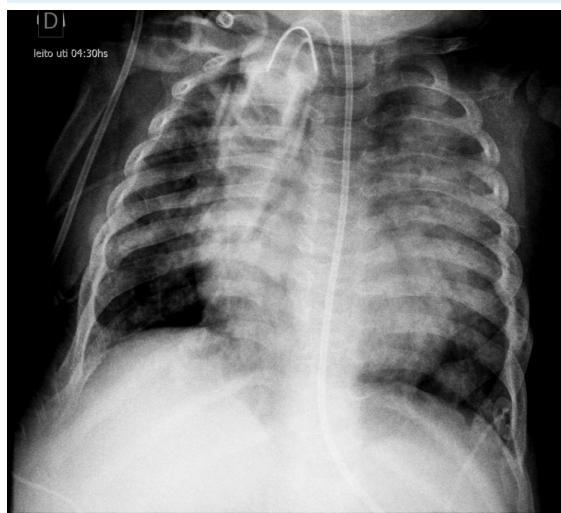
Radiografia de tórax mostrando colapso alveolar heterogêneo bilateral
